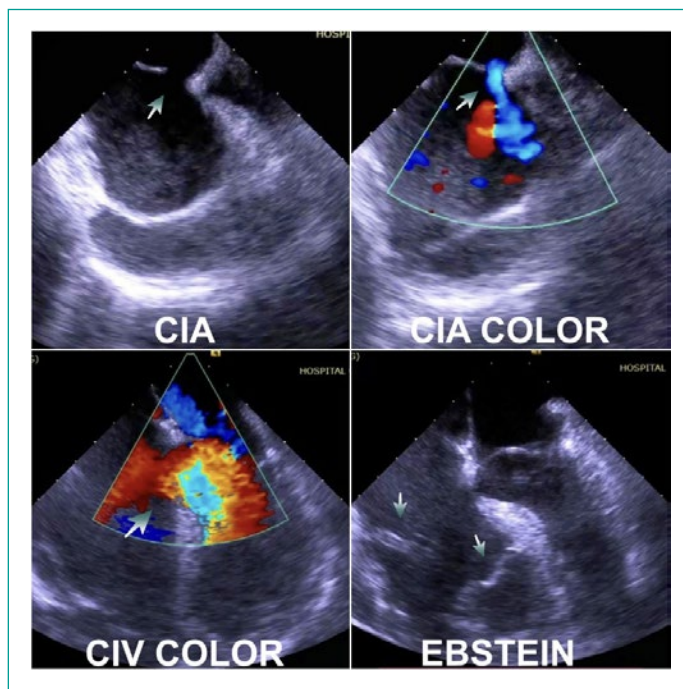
Ecocardiograma transefágico vista bicaval bidimensional y con color donde se aprecia la comunicación interauricular. Vista en 4 cámaras con doppler color donde se observa la comunicación interventricular y bidimensional donde se aprecia la válvula tricúspide desplazada apical consistente con anomalía de Ebstein.
